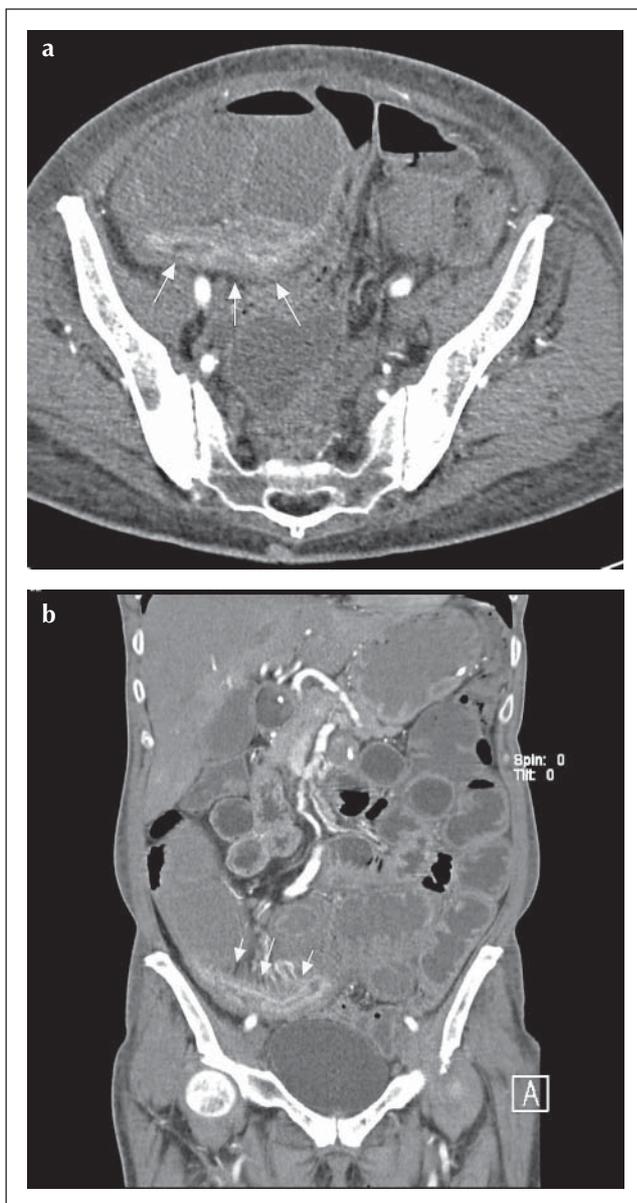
a, b: CT-Enteroklysma einer 35-jährigen Patientin, axiale Schichten sowie coronale Rekonstruktionen: Das terminale Ileum weist eine längerstreckige Wandverdickung mit deutlichem Kontrastmittelenhancement auf, begleitend mäßiggradige Stenose des betroffenen Segmentes (Pfeile). Das perifokale mesenterielle Fettgewebe ist reaktiv ödematös durchtränkt.
